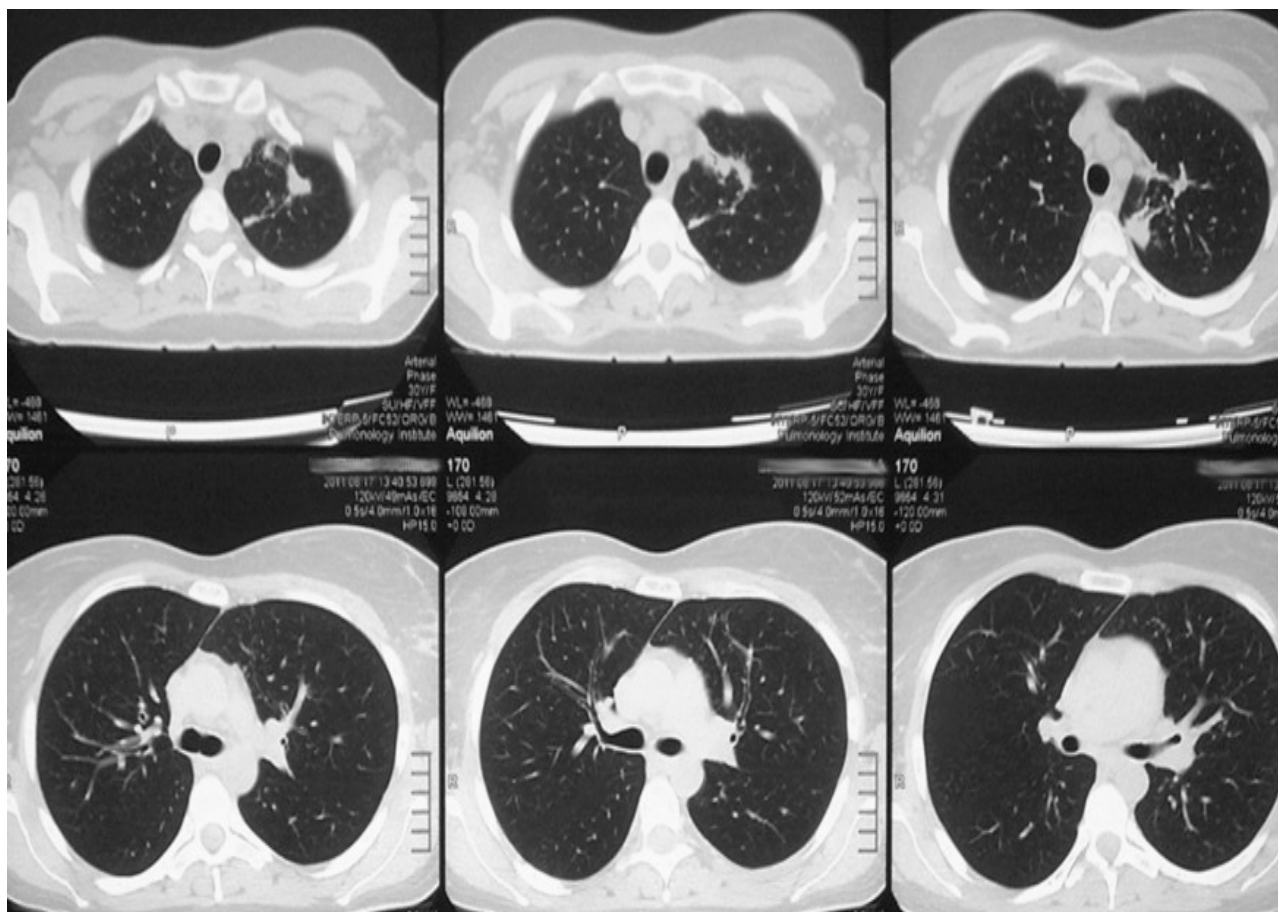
Аксіальні зрізи на комп'ютерній томографії хворого після курсу лейкоцитарного імуномодулятора: відмічається виражене розсмоктування інфільтративних і вогнищевих змін у легенях, загоєння каверни
